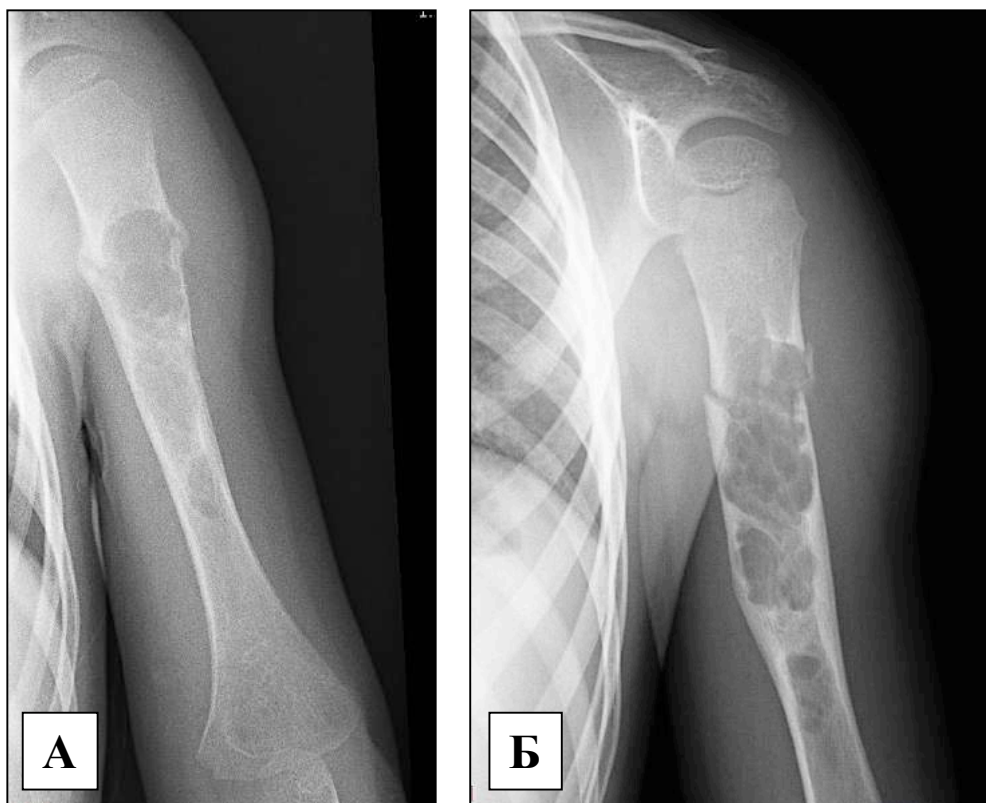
Рентгенограммы пациента с синдромом Яффе-Кампаначи (прямая проекция). В проксимальном метафизе и диафизе левой плечевой кости определяются множественные сливающиеся литические очаги. Патологический перелом. А. 2015 год. Б. 2016 год.
